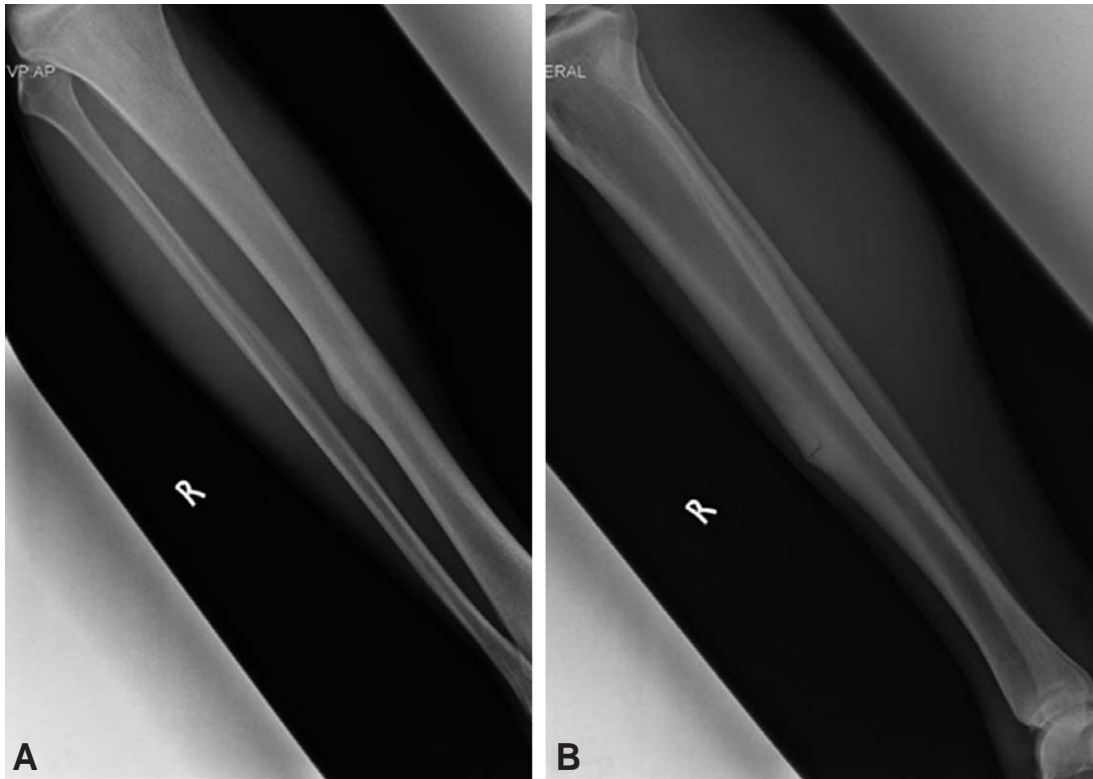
Preoperative radiographs of the 24 year-old elite athlete showed Periosteal thickening surrounded by the cortical break on AP (A) and lateral (B) views.
